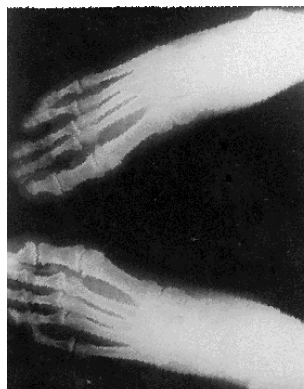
Radiografía de ambos pies donde aparece pie varo equino.
